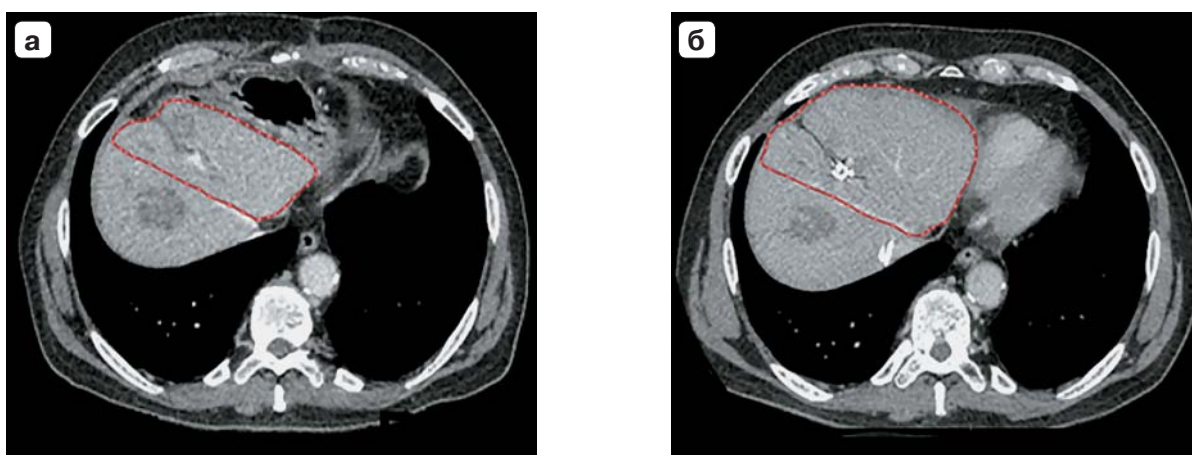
Компьютерные томограммы. Результаты КТ-волюметрии: а — объем FLR до ВДП; б — объем FLR после ВДП.
